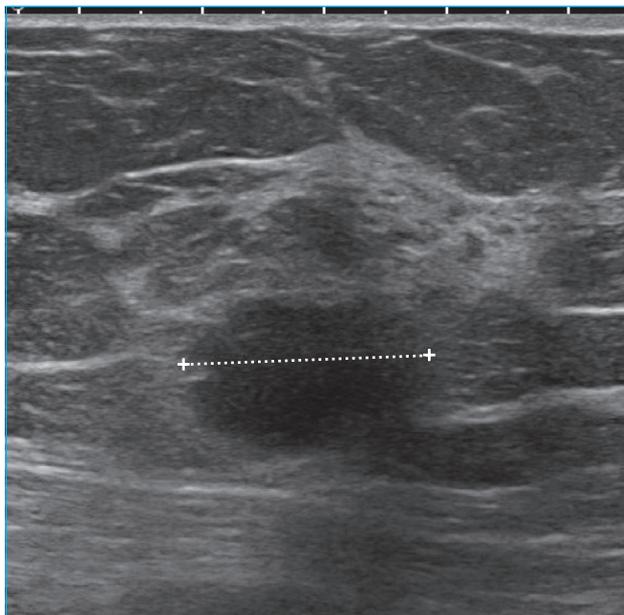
Vingt-cinq ans, masse palpable de 2 cm. Échographie : masse très hypoéchogène, à bord indistinct, ne remplissant pas tous les critères d'un adénofibrome. Microbiopsie sous échographie : cancer canalaire infiltrant de sous-type triple-négatif.
